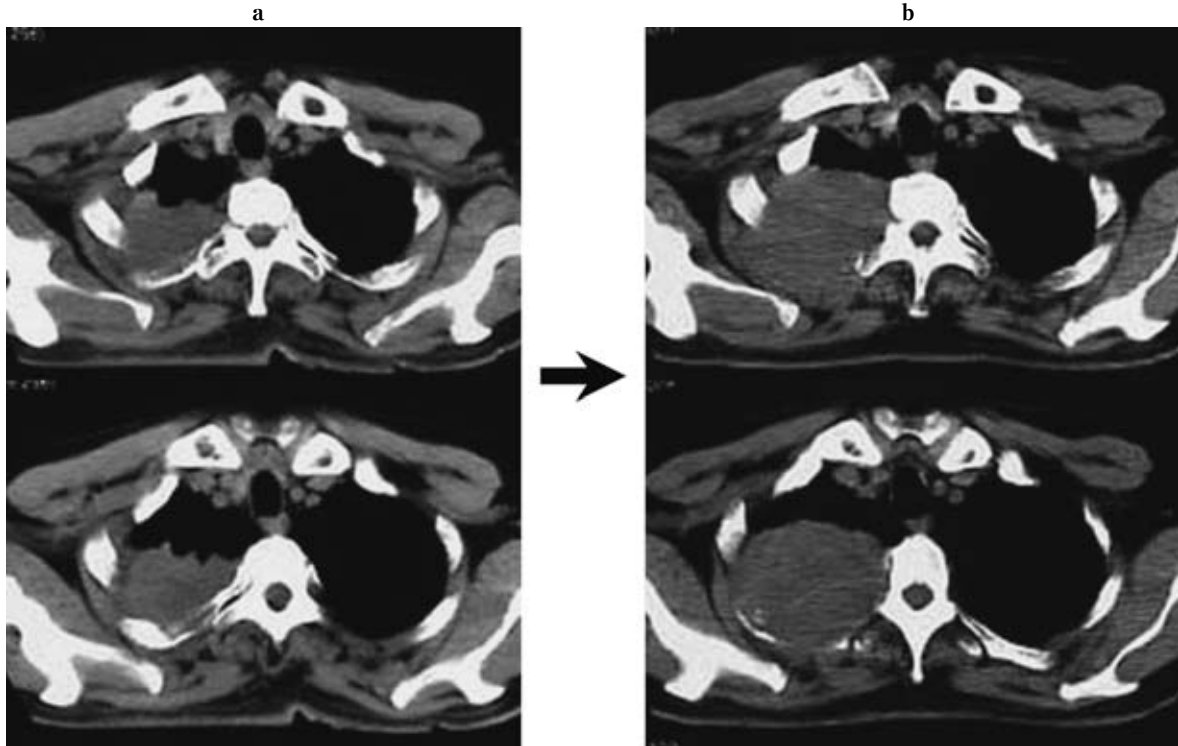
Pretreatment chest computed tomography reveals the fast-growing tumor with invasion into the second and third ribs and suspicious invasion to the second and third thoracic vertebrae. a. Sep., 2004. b. Oct., 2004.
